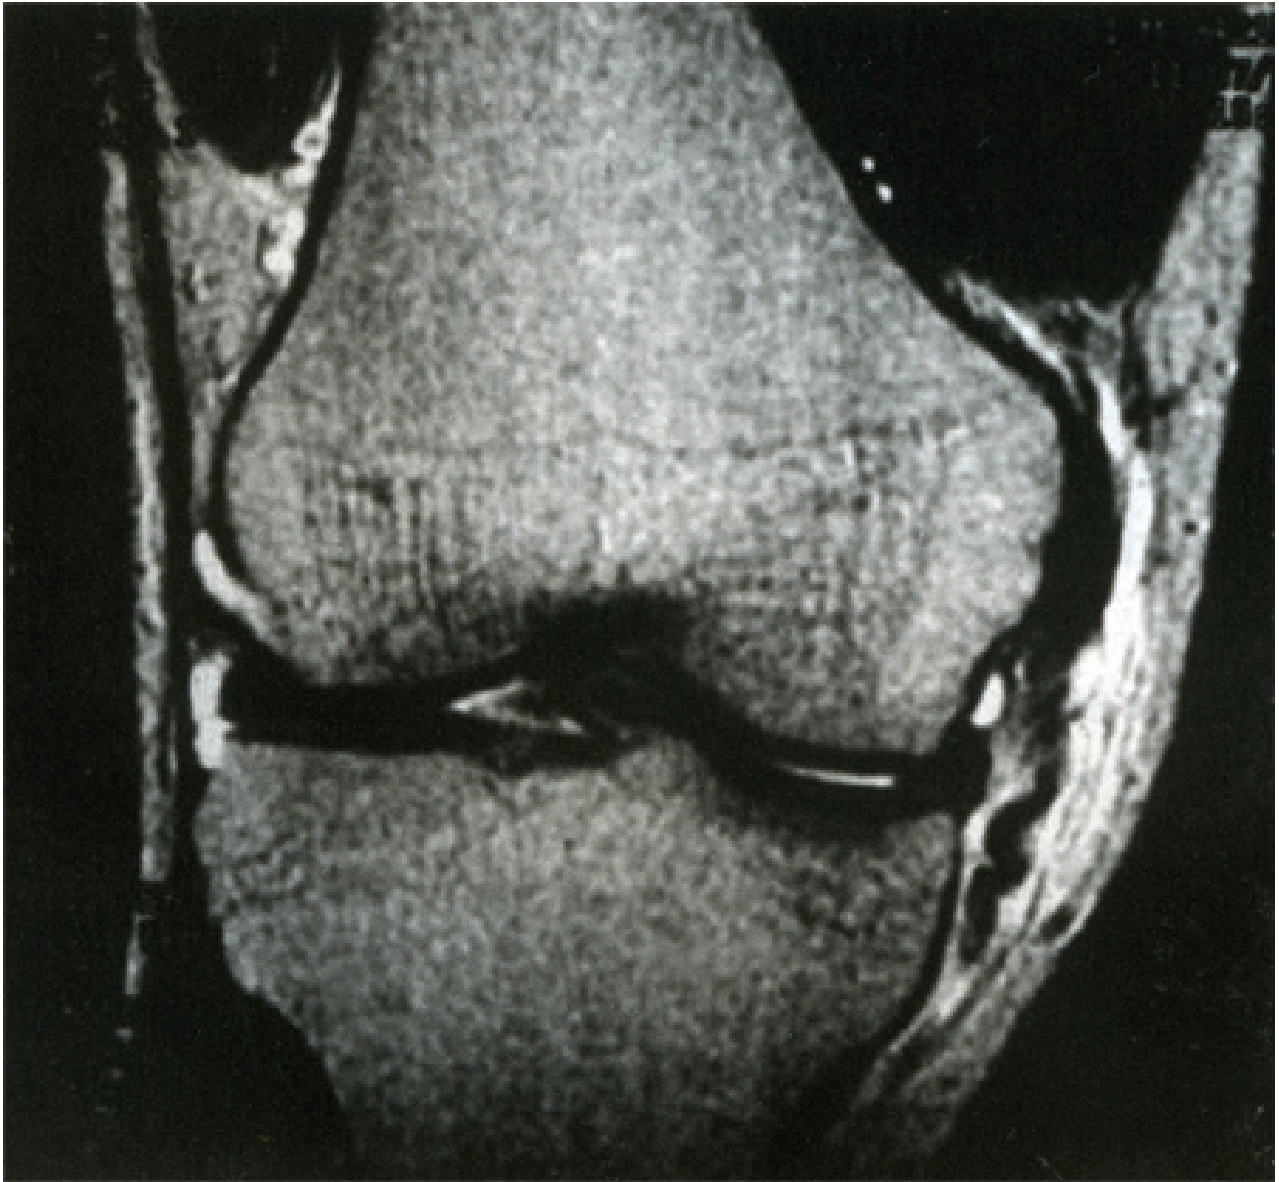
Ressonância nuclear magnética (RNM) ponderada em T2 mostrando uma lesão do ligamento colateral medial
